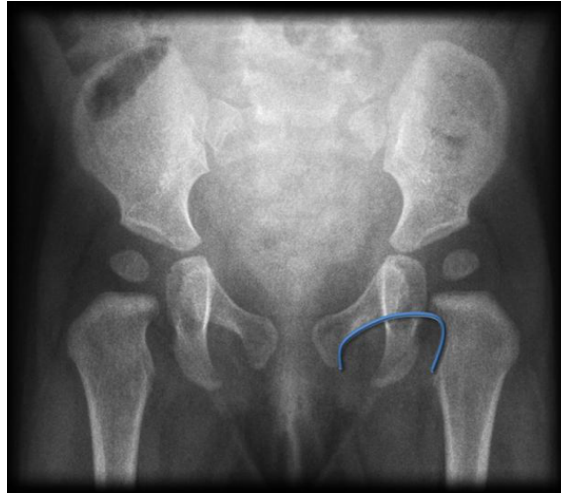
Radiografía de pelvis con Arco de Shenton en azul.*<sup>(44)</sup>
